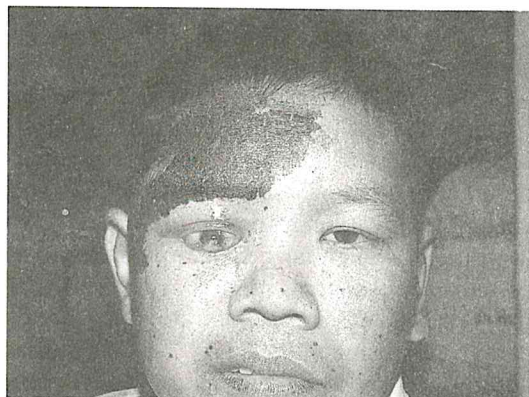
Photograph and CT scan after radiation and hyperthermia*
